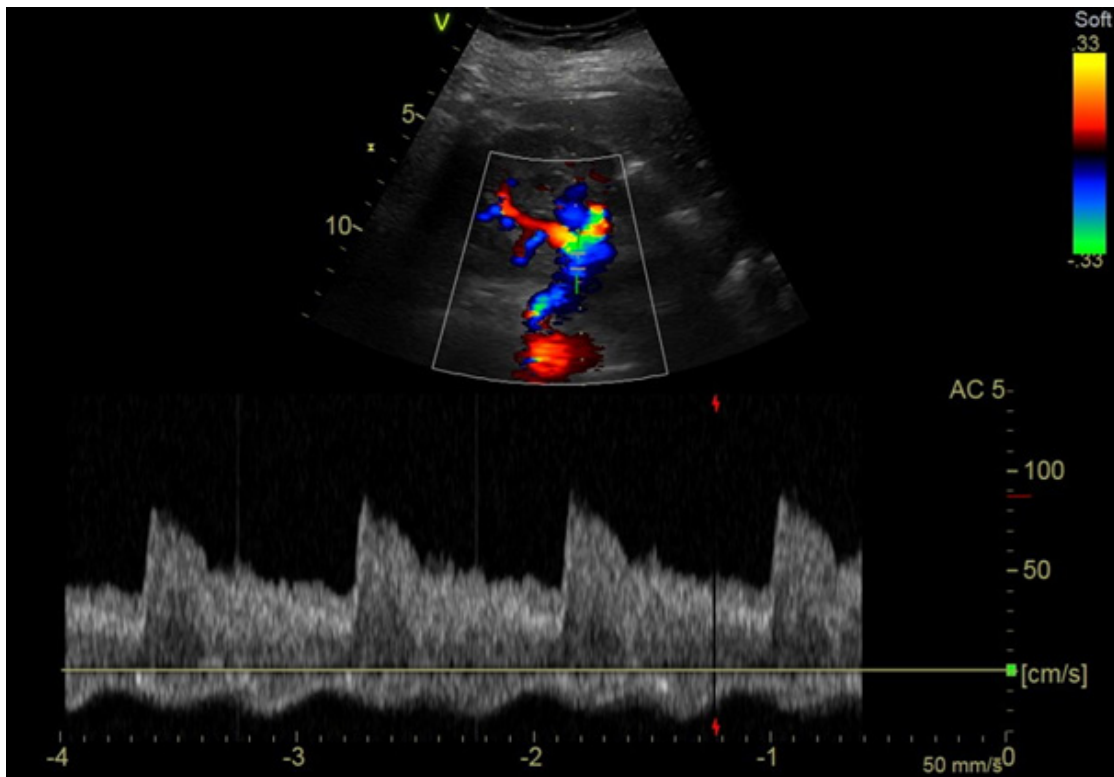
Spektrum dopplerowskie z odcinka bliższego tętnicy nerkowej lewej. Pomiar szczytowej prędkości przepływu (PSV)
